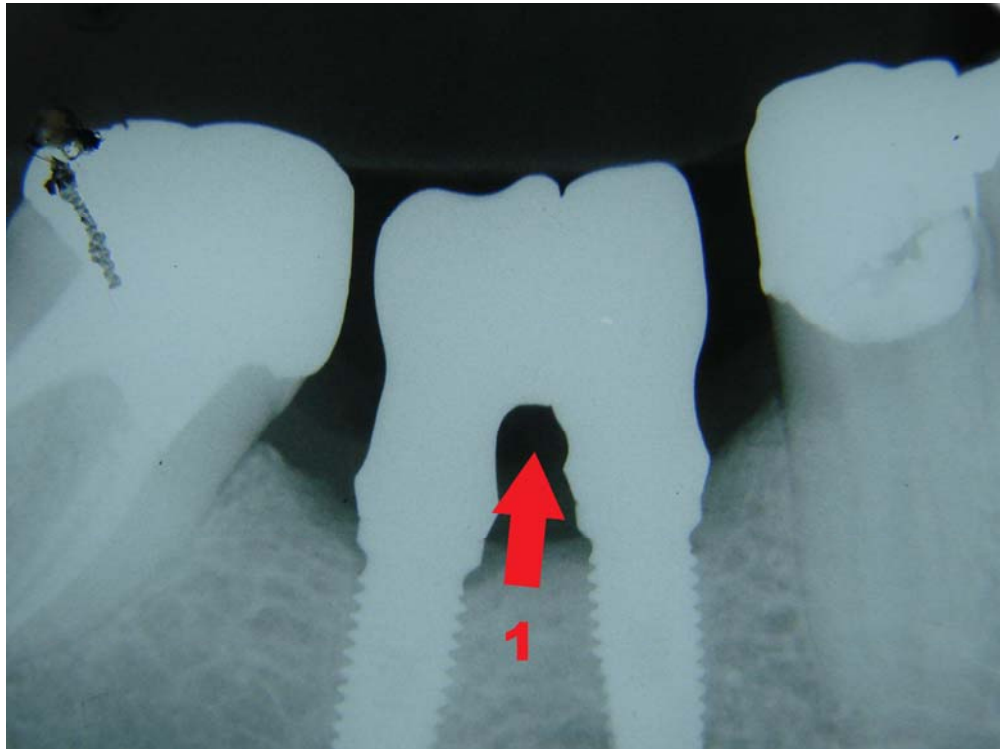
Radiografia para confirmar a adaptação das estruturas sobre os implantes da região do 46/47 (1).
